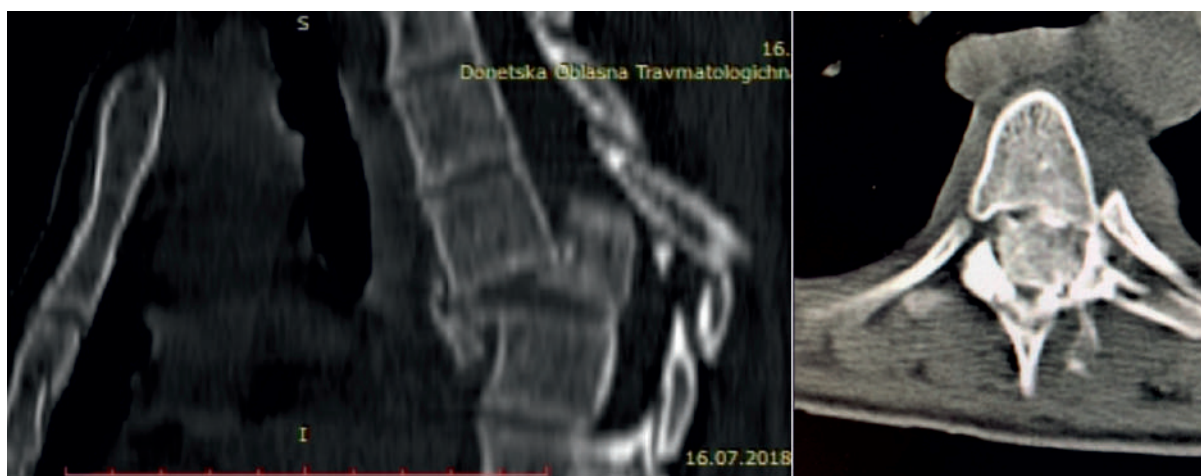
СКТ грудного отдела позвоночника пациентки В., 30 лет до операции. Многооскольчатый переломовывих Th6 позвонка со смещением фрагментов тела позвонка в позвоночный канал. Перелом грудины без смещения
